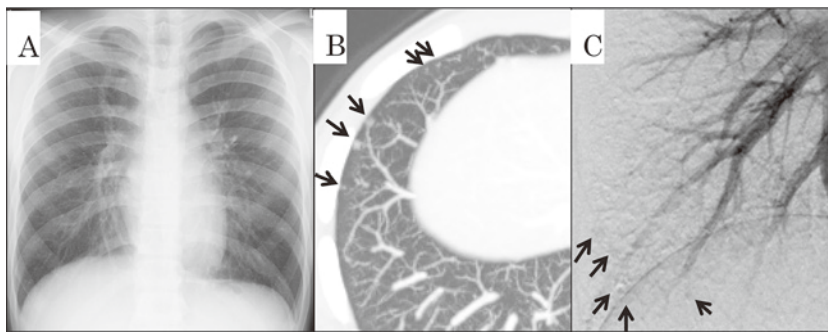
症例 2 初診時の (A) 胸部単純 X 線写真, (B) 胸部 CT (slab MIP 像), (C) 肺動脈血管造影. 胸部 X 線単純写真では右上葉に比較的大きい PAVM を認める他は明らかな PAVM は指摘できない. 胸部 CT では辺縁不整な GGO を多数認め、血管造影でも同部位を指摘できる (矢印).
